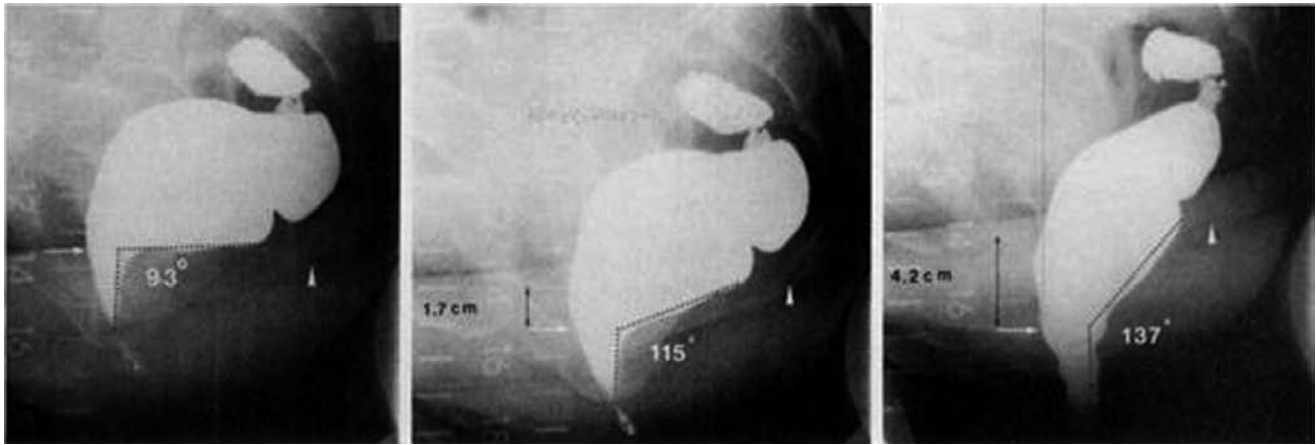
Proyecciones laterales de pelvis durante un estudio de defecografía. De izquierda a derecha se observan imágenes, con sus respectivas mediciones, durante reposo, pujo y defecación.
